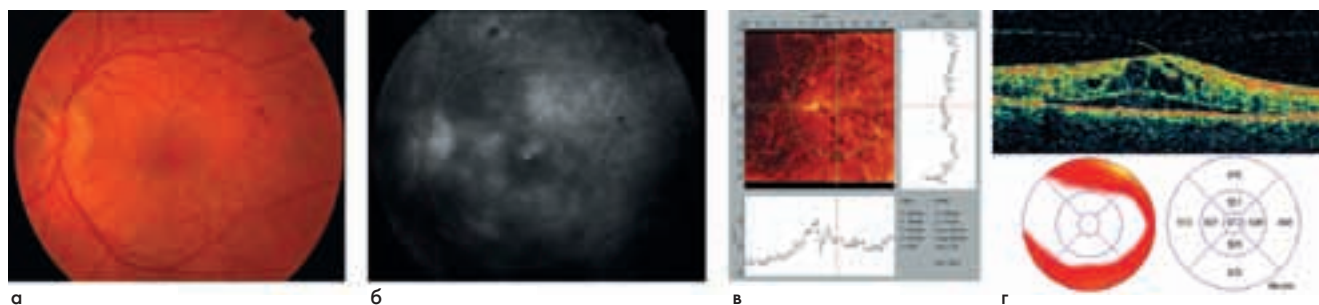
Диффузный макулярный отек (а – цветная фотография, б – флуоресцентная ангиограмма, в – конфокальная томограмма, г – когерентная томограмма)
